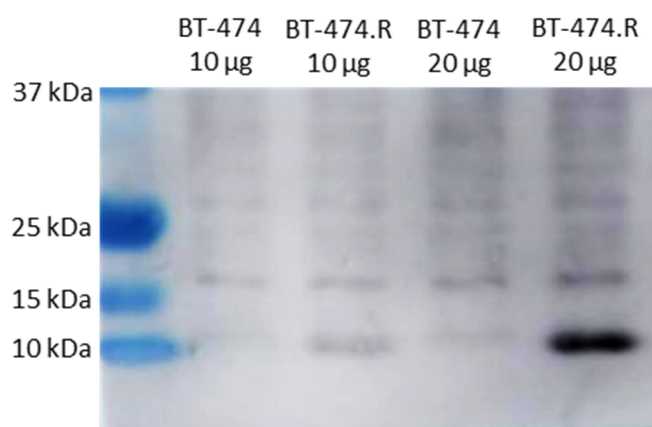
Análisis de inmunodetección de las líneas BT-474 y BT-474.R con diferentes cantidad de proteína total. Se observa de forma específica una banda de 10kDa en los carriles correspondiente a BT-474.R, línea celular con incremento de expresión de CCL5. En los carriles correspondientes a BT-474 no se observa banda específica al peso molecular esperado.
